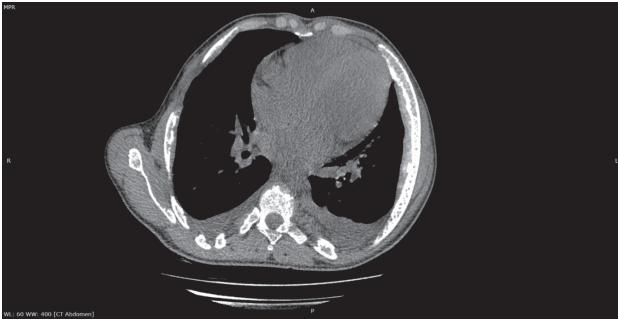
КТ органов грудной клетки, аксиальный срез, мягкотканное окно. Визуализируется умеренная кардиомегалия с двусторонним плевральным выпотом. Отмечается очаг экстрамедуллярного кроветворения вдоль ребра
